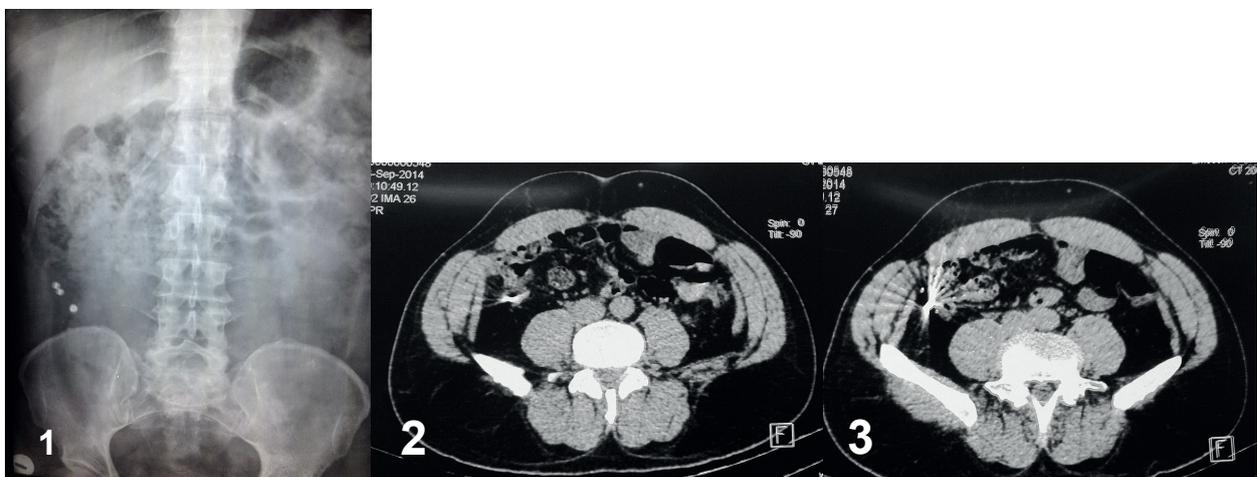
Radiografia de abdome evidenciando imagens radiopacas em topografia de apêndice cecal. Figuras 2 e 3: Tomografia computadorizada de abdome com imagens produzindo artefatos lineares sugestivo de material metálico.
